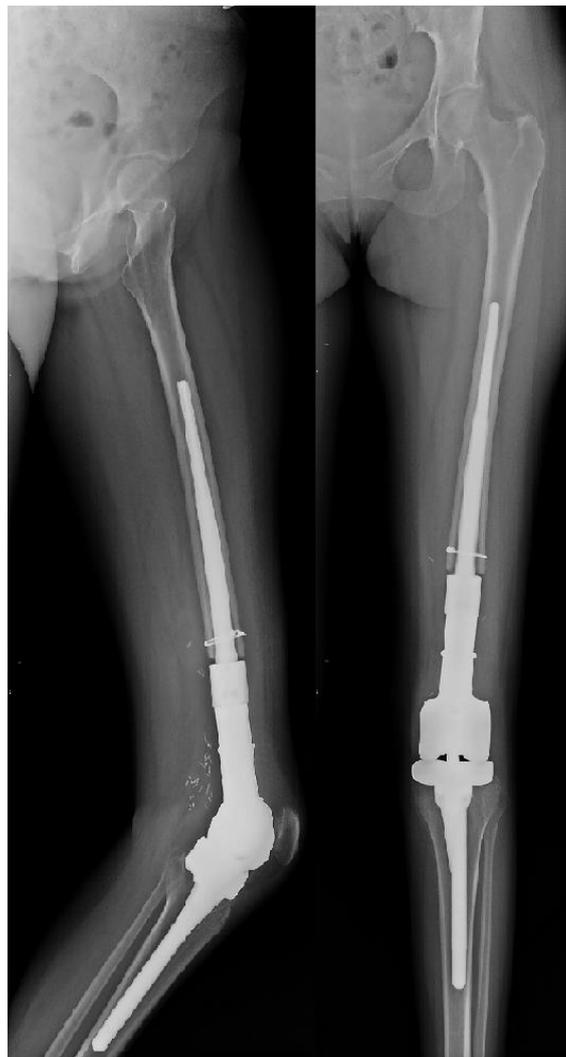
Radiographie de face et de profil d'une prothèse de reconstruction MUTARS®.
